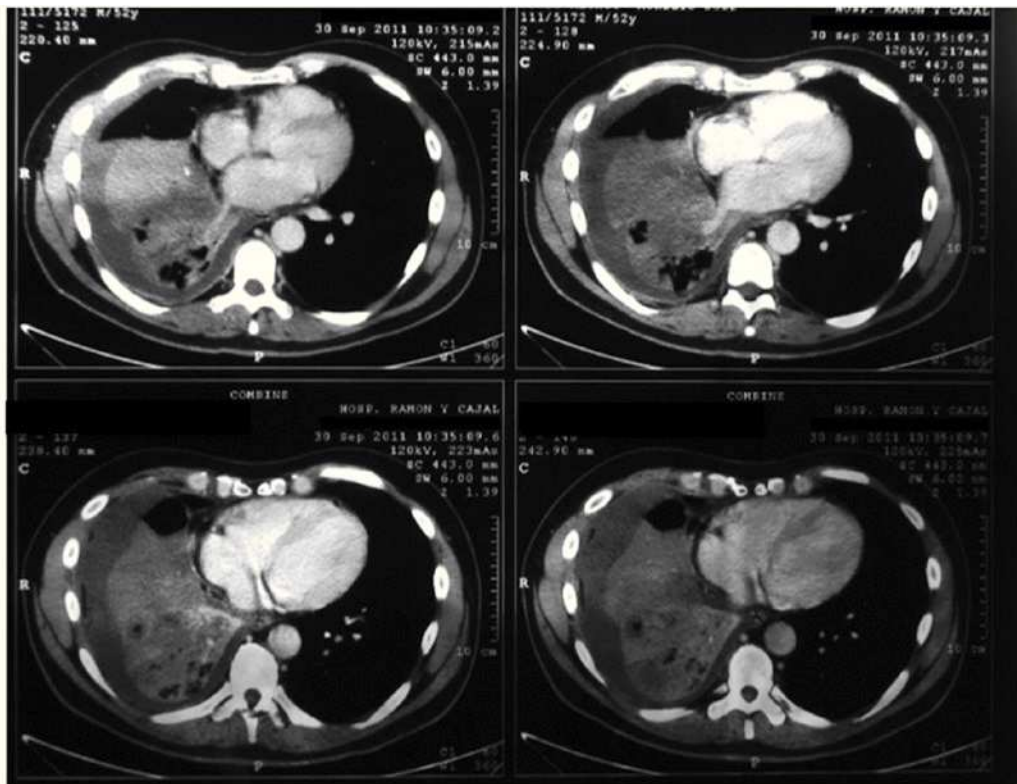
Tomografía computadorizada (TC) de tórax que mostró una masa pulmonar en lóbulo medio (LM) y lóbulo inferior derecho (LID), visualizándose una interrupción brusca del bronquio intermediario, atelectasia de LM y LID y datos compatibles con linfangitis carcinomatosa en el resto del parénquima pulmonar ipsilateral.
